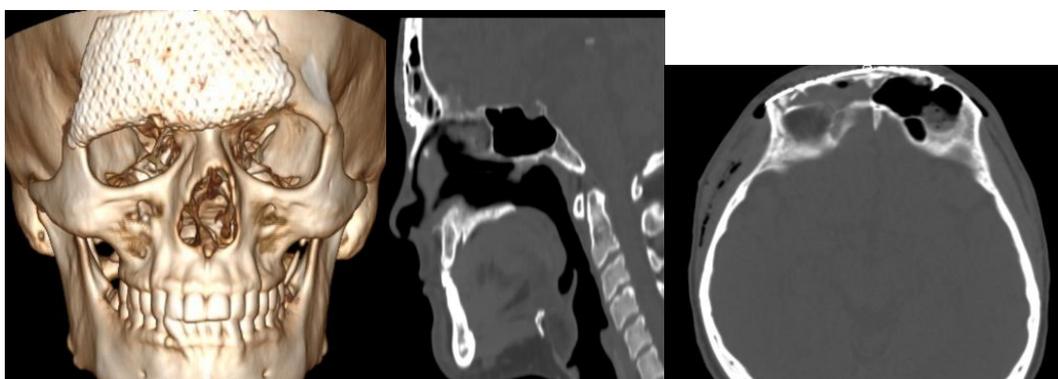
МСКТ пациента М., 32 лет, после оперативного лечения в прямой проекции; Рис. 17 то же – в боковой проекции; Рис. 18 то же – вид сверху
